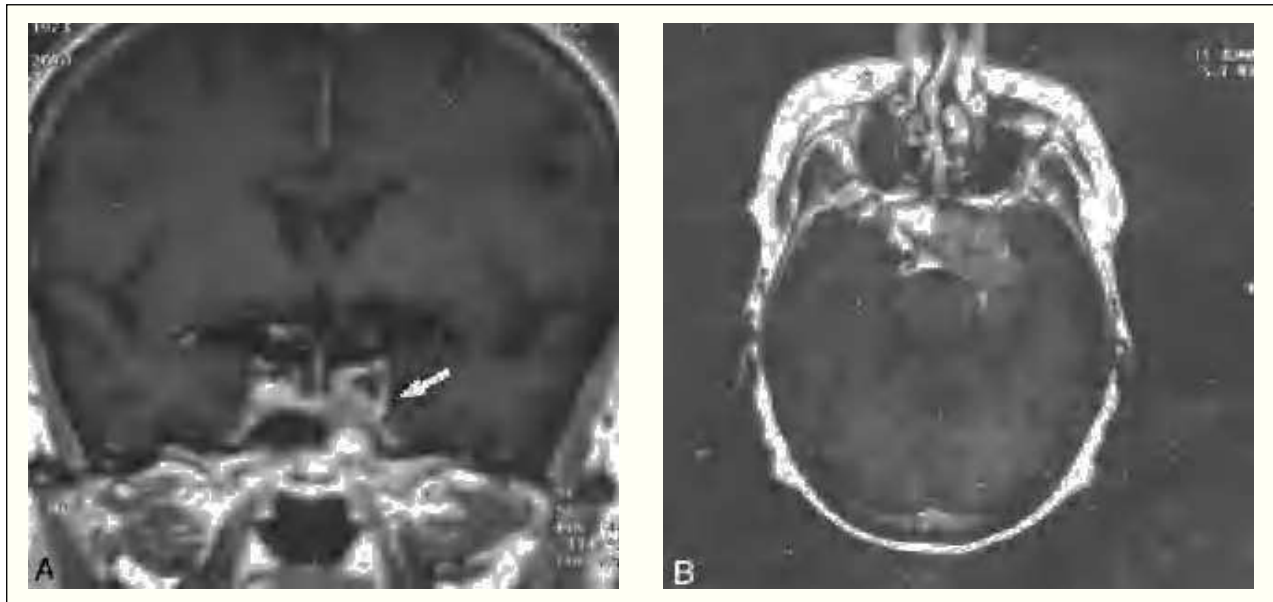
A: resonancia magnética en la que se observa un mínimo resto lateroselar separado de la vía óptica y con criterios de radiocirugía. B: en la resonancia magnética se observa que la lesión era grande, supraselar y afectaba por compresión el lóbulo temporal, por lo que se optó por la radioterapia estereotáxica fraccionada.
